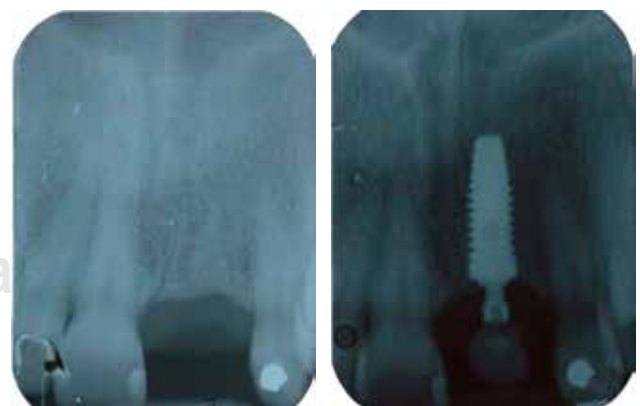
Radiografía inicial e inmediata a colocación de implante con provisional inmediato.
